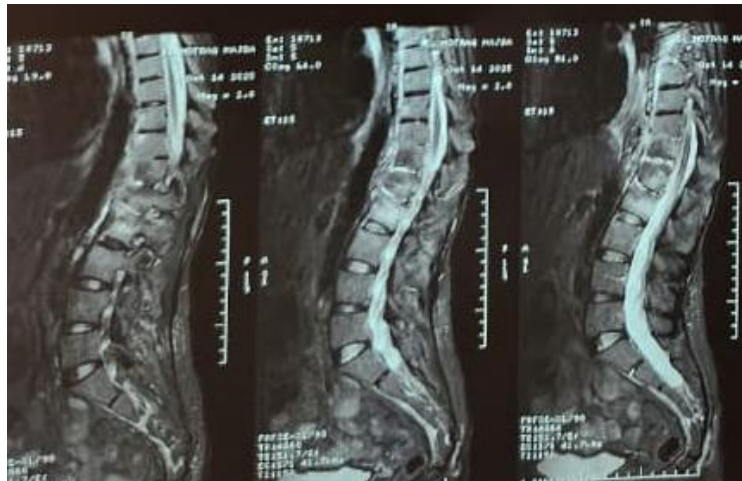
IRM médullaire objectivant les lésions en faveur de la spondylodiscite tuberculeuse multifocale
